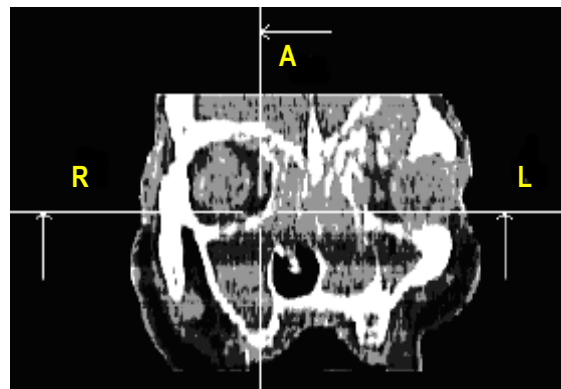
Мультипланарная СКТ-реконструкция во фронтальной проекции. Видна деструкция орбиты, костных структур лобной пазухи и решетчатого лабиринта слева
